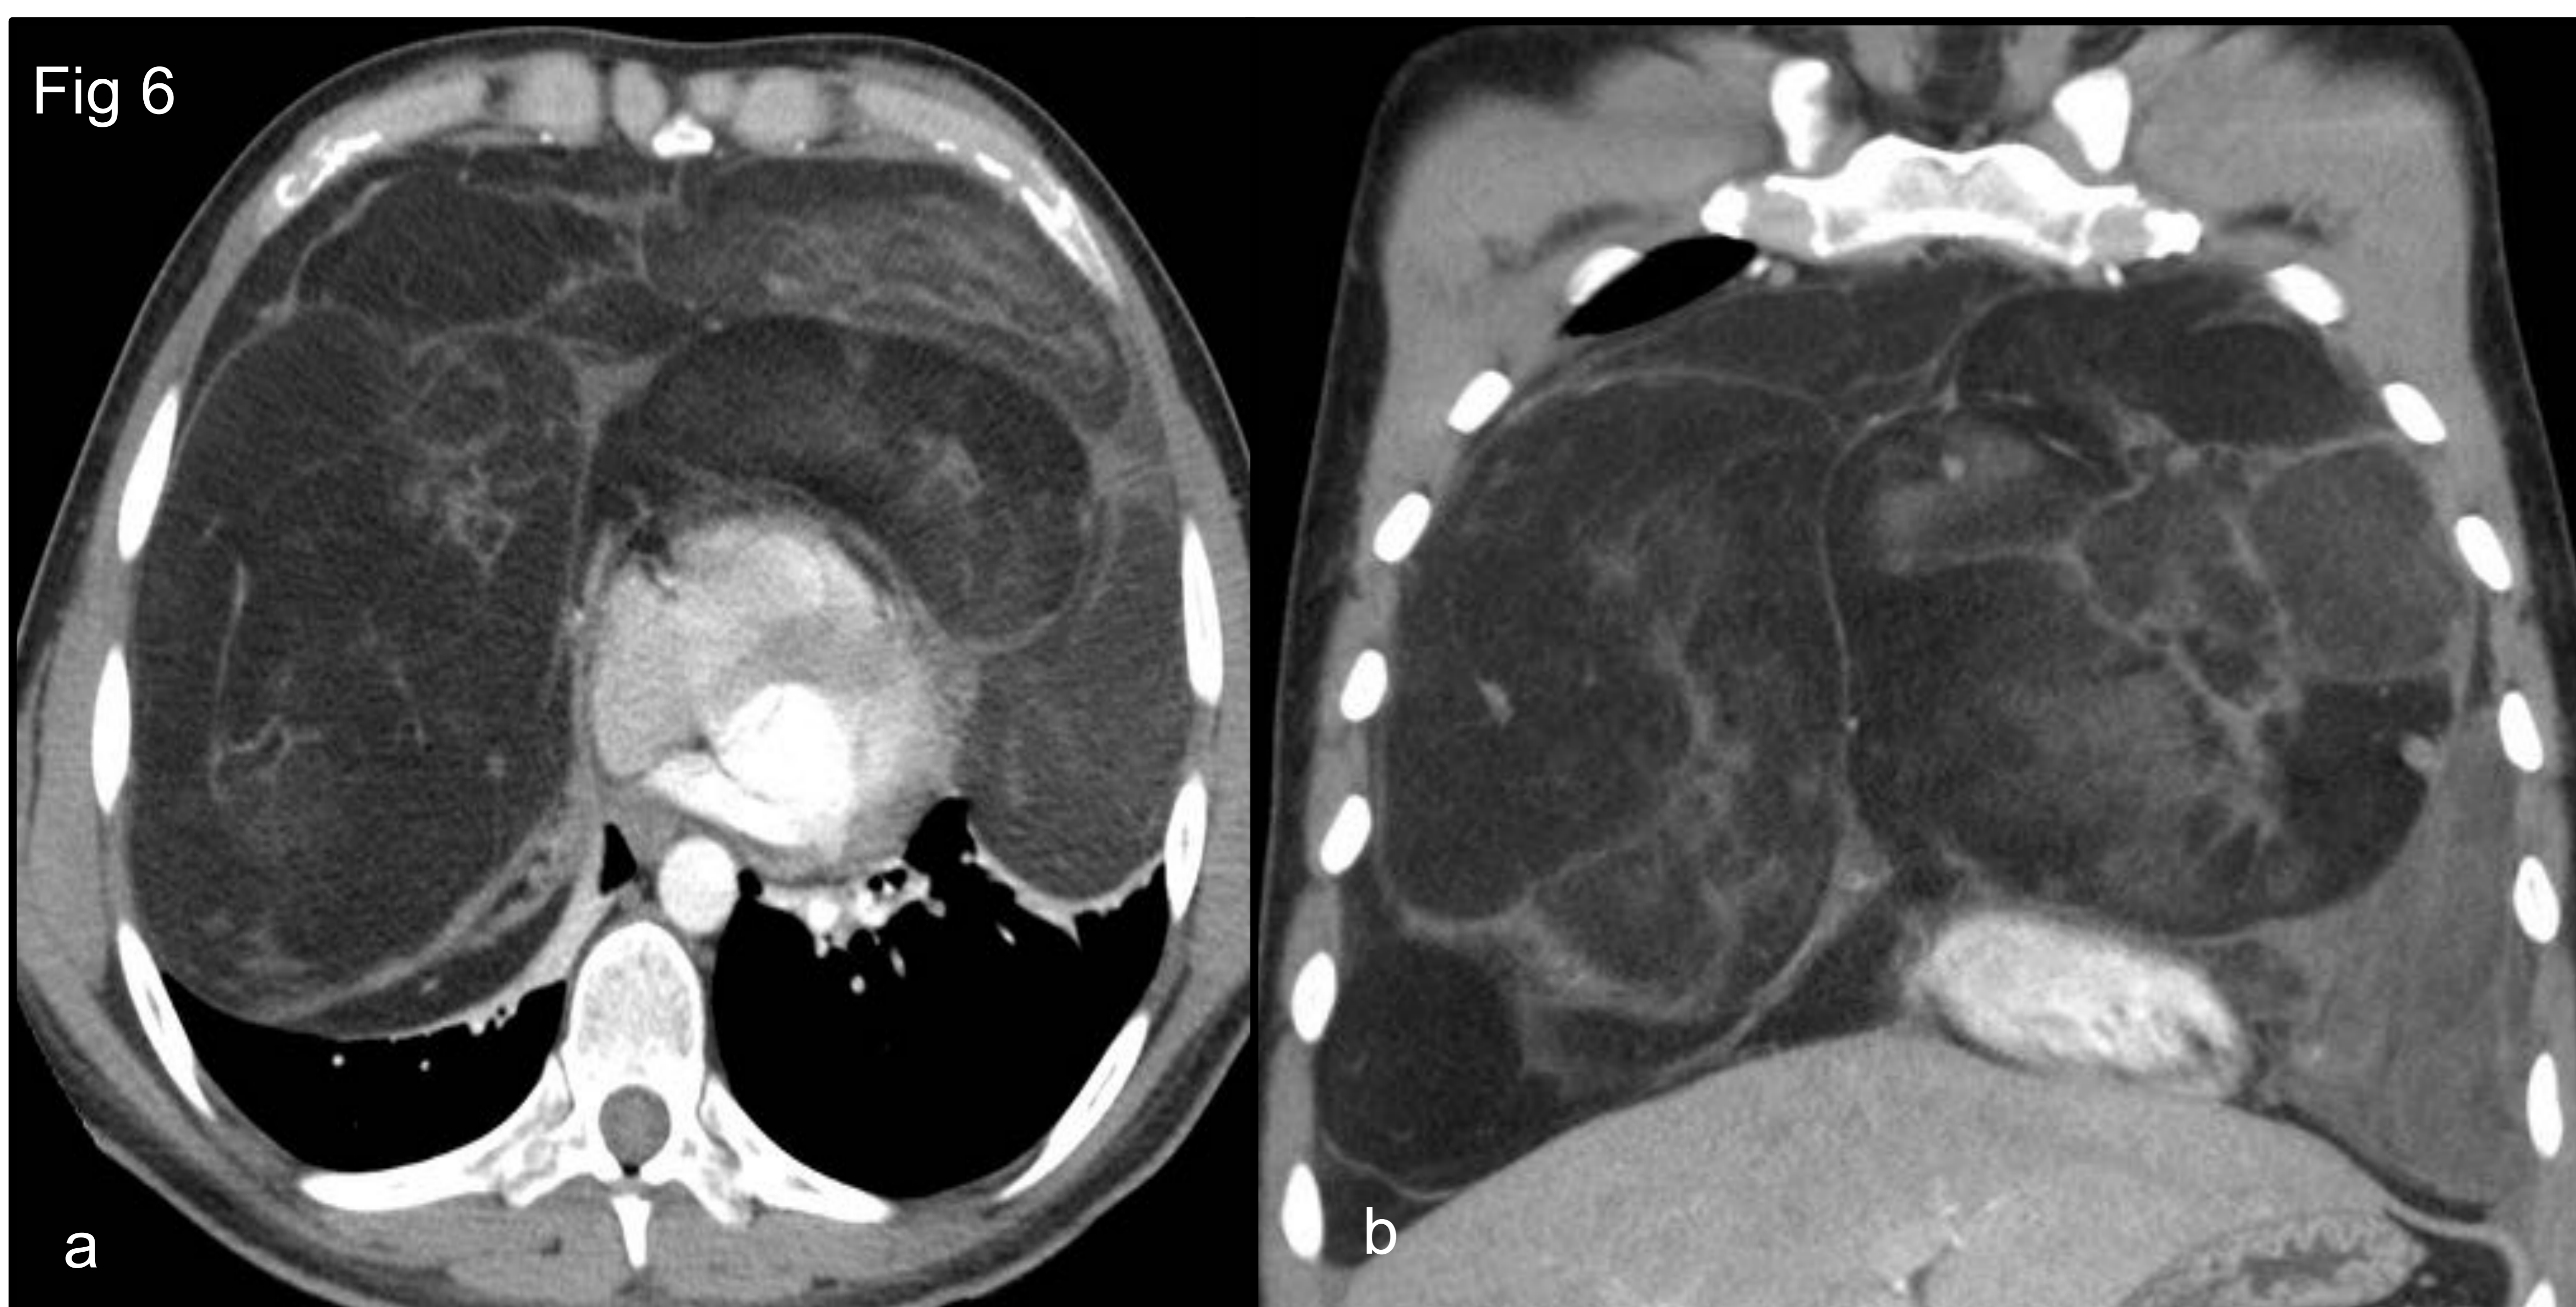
TC de tórax con contraste en plano axial (a) y coronal (b). Gran masa centrada en mediastino prevascular, con extensión a mediastino visceral, de densidad grasa con presencia de septos gruesos y algunos focos intralesionales de partes blandas, con importante efecto de masa sobre estructuras mediastínicas, compatible con liposarcoma.
